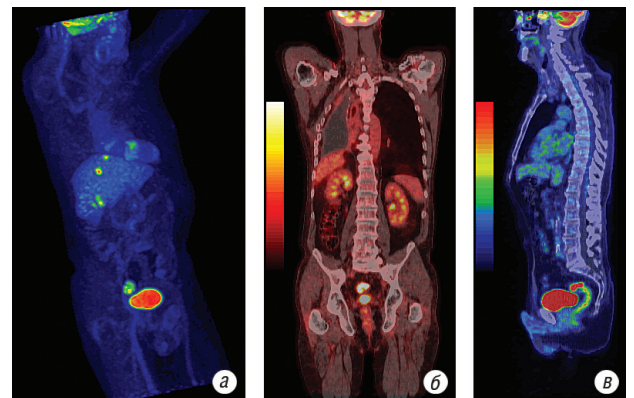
ПЕТ-КТ пацієнта К.: відсутність накопичення РФП в грудній порожнині та накопичення РФП в сигмоподібній кишці та печінці (а, б, в).
